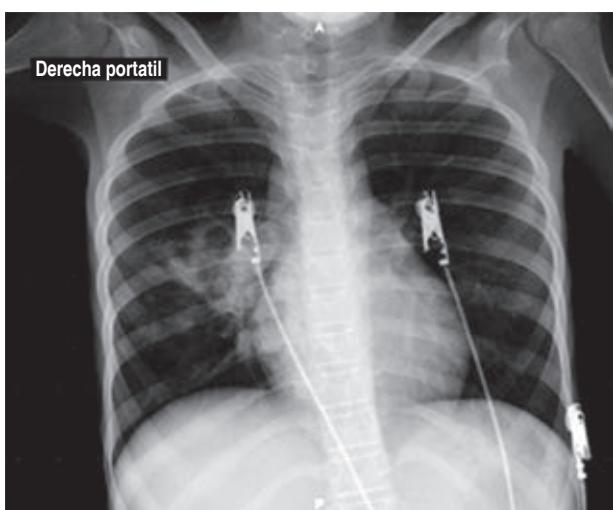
Radiografía de tórax con cavernas en región parahiliar derecha.
